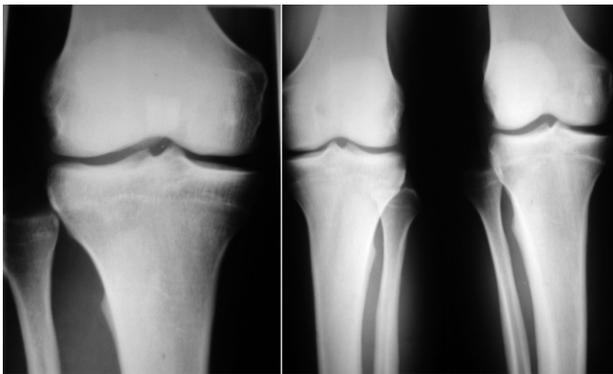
Luxation de la tibiofibulaire proximale (A) plus évidente sur les radiographies comparatives (B)
